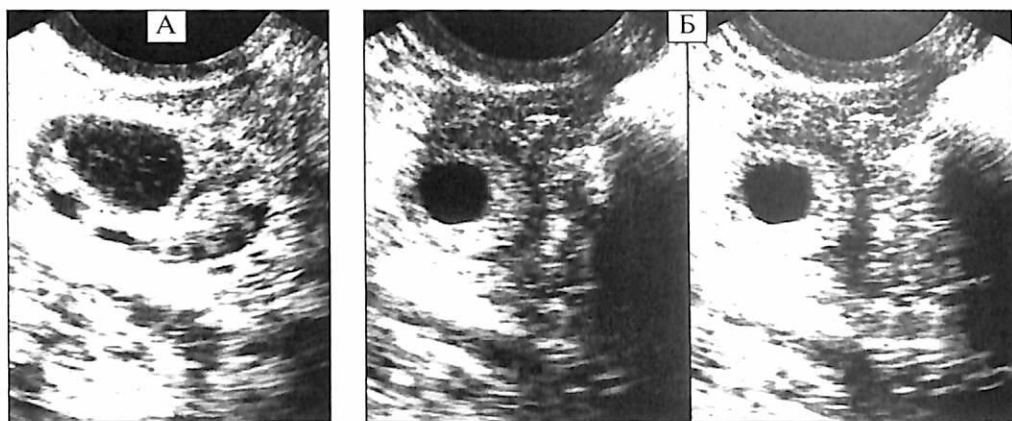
(А, Б). Расхождение результатов первичного (амбулаторного) и повторных (в стационаре) УЗИ при прогрессирующей ВМБ.
